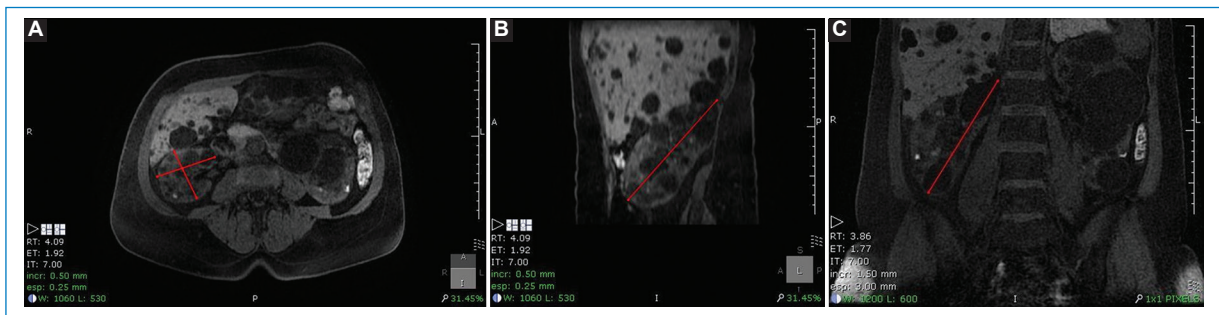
Medición del volumen renal por el método del elipsoide. RM LAVA reconstrucción multiplanar en proyecciones (A) axial, (B) sagital y (C) coronal.
